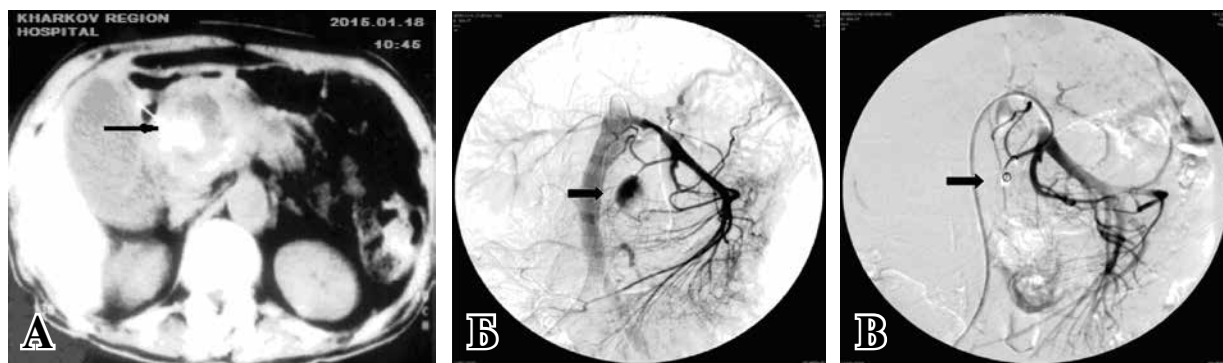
МСКТ. А – стрелкой указана ПК с кровотоком в ее полость; селективная ангиография верхней брыжеечной артерии; Б – стрелкой указана аррозия нижней панкреатодуоденальной артерии с экстравазацией контрастного вещества; В – РЭО (стрелкой указано место окклюзии нижней панкреатодуоденальной артерии).
